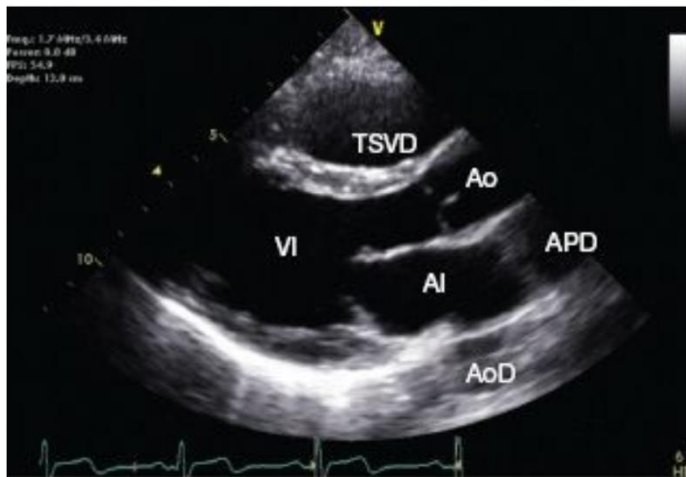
Vista del eje largo en ventana paraesternal. Fuente: Manual Washington® de Ecocardiografía
